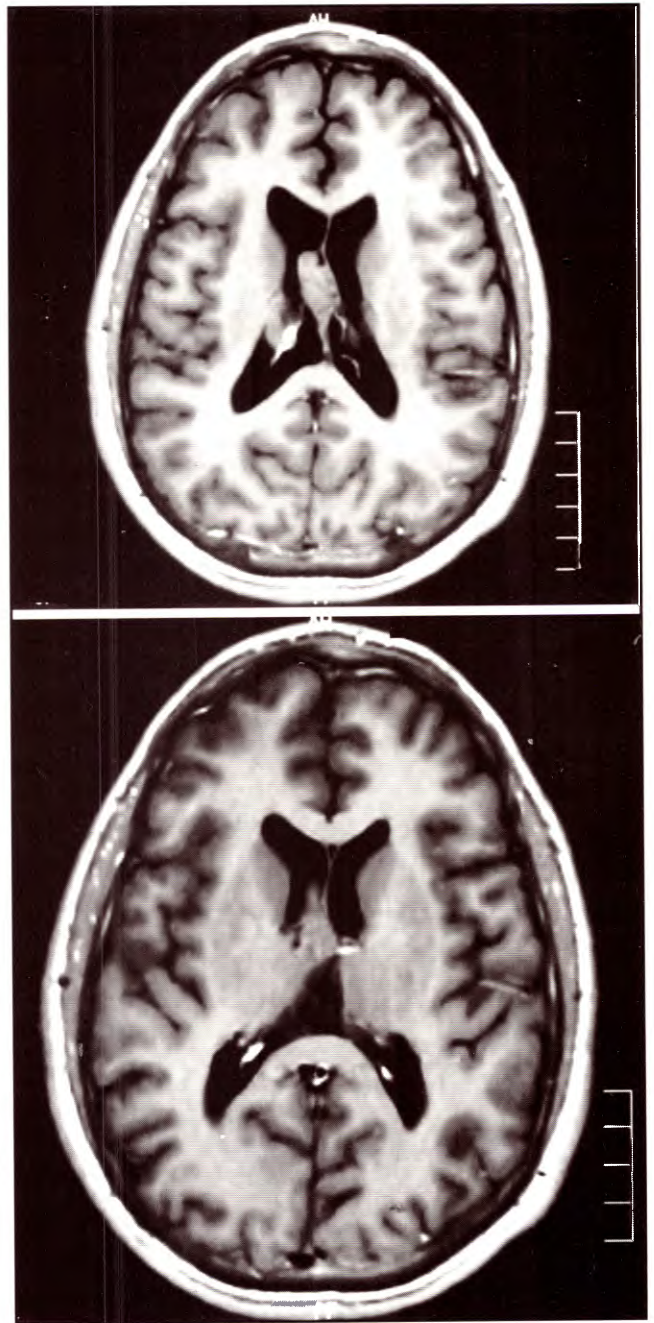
IRM ponderada en T1 que muestra la resección tumoral.
